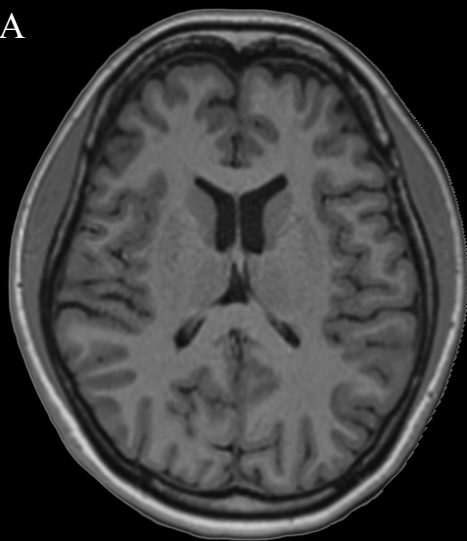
Secção transversal (axial) do encéfalo ao nível dos ventrículos laterais. RNM (A) e TC (B). Neste plano de secção observa-se nitidamente a cabeça e o corpo do núcleo caudado localizado lateralmente ao ventrículo lateral. O giro do cíngulo é facilmente identificado margeando a fissura longitudinal do cérebro. Medialmente aos ventrículos laterais observa-se o septo pelúcido, inserido anteriormente e superiormente no corpo caloso. Posteriormente o corpo caloso se divide em duas porções para formar o chamado fôrceps occipital.
